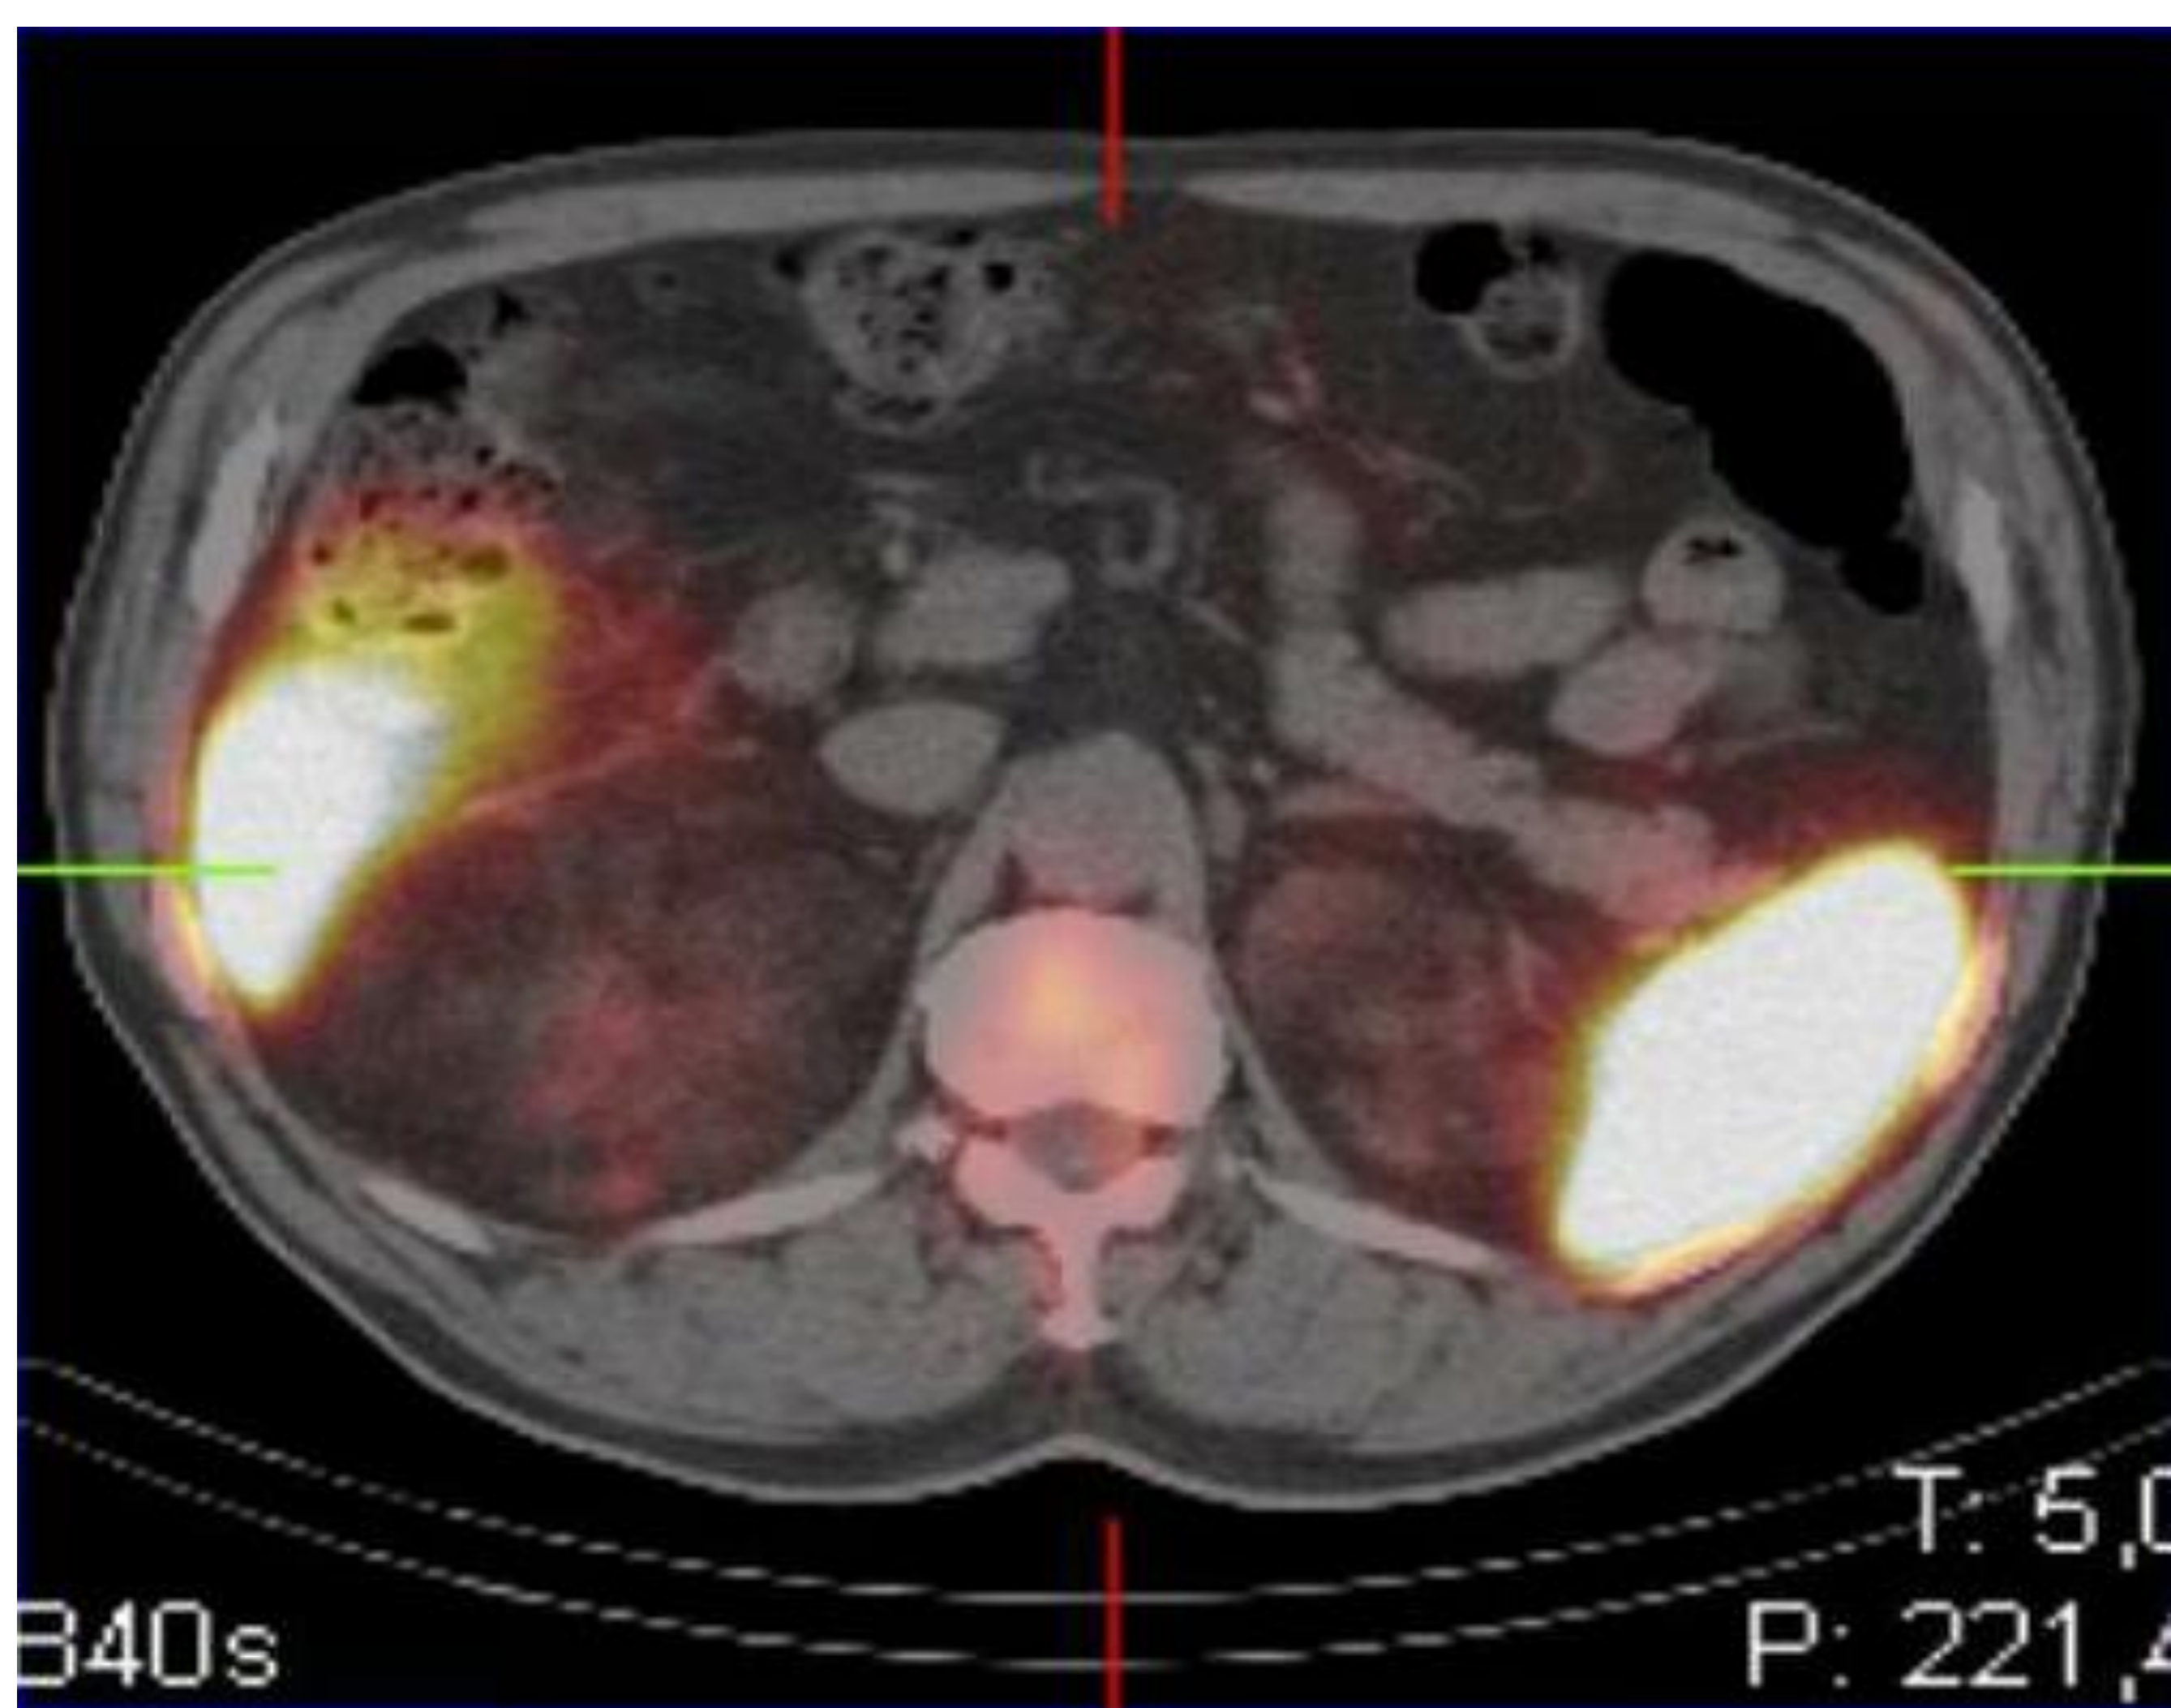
Imagen de Gammagrafía de médula ósea (rastreo corporal y SPECT-TC de abdomen con ^{99m}Tc -nanocoloides de albúmina. Mielolipomas extra-adrenales bilaterales con captación de albúmina del componente mieloide de las lesiones.
